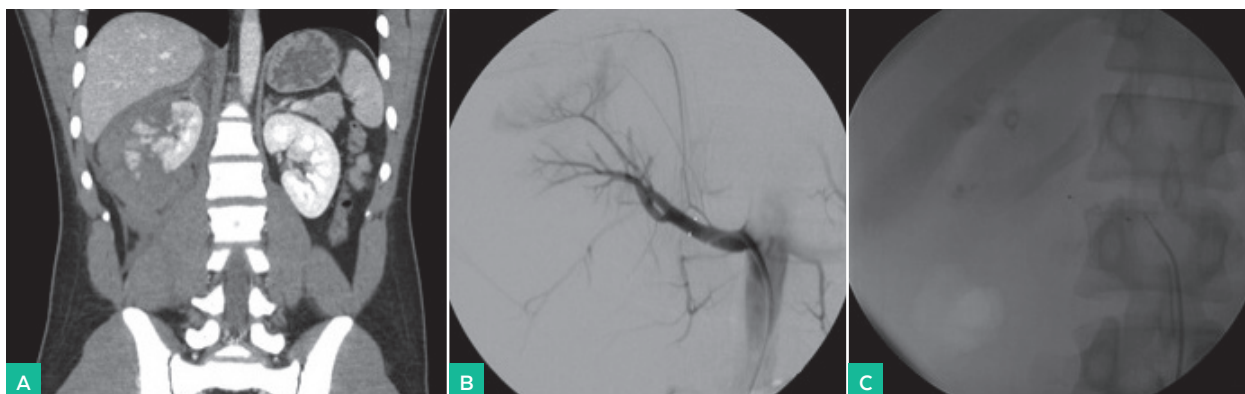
Varón de 16 años con traumatismo. A. TC abdomino-pélvica con contraste intravenoso en fase arterial que muestra el traumatismo renal de alto grado. B-C. Arteriografía renal del riñón derecho pre y postembolización con AVP tipo IV mostrando la oclusión completa de la arteria renal principal
